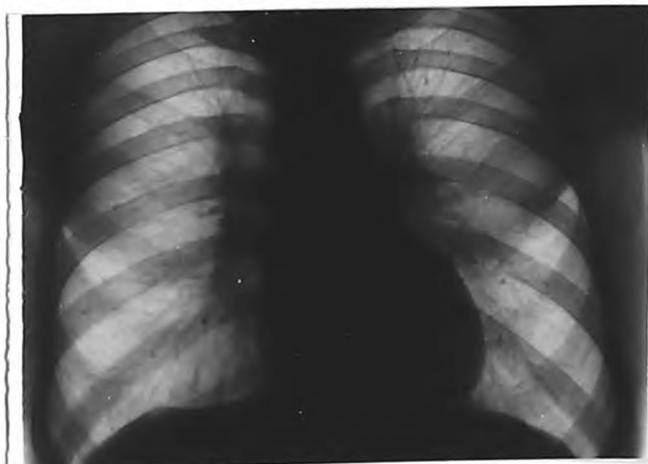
Рентгенограмма 6-го В-ко
